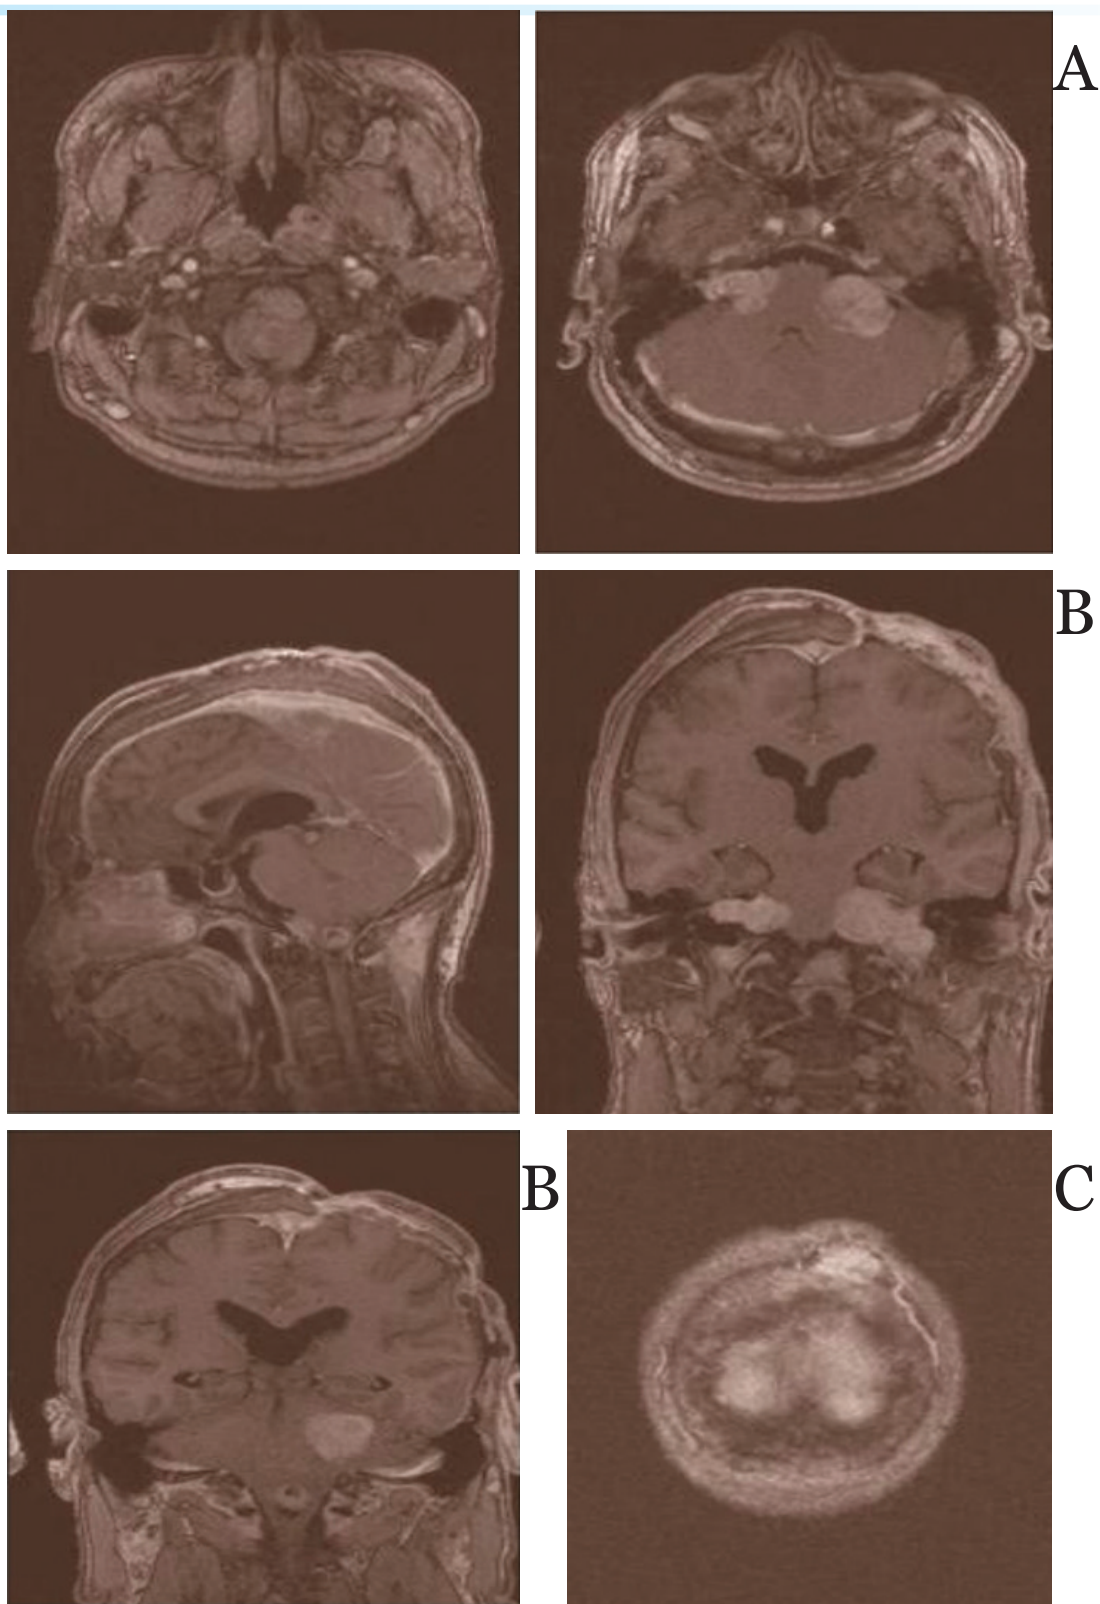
RM contrastada con Gadolinio (23-4-18). Schwannomas vestibulares bilaterales (A) Tumor intramedular (B) y Neuroma del cuero cabelludo (C)
